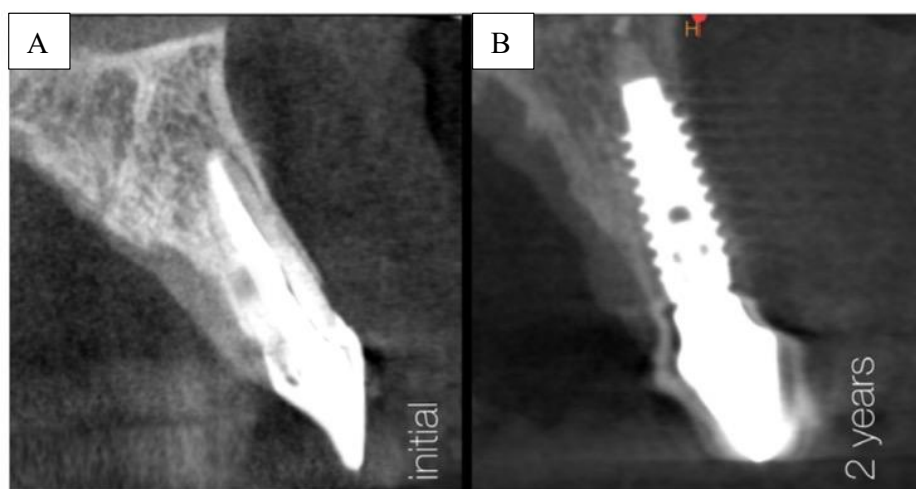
CBCT da situação pré e pós-operatória do dente 21. (A), Situação pré-operatória.- (B), Situação pós-operatória 2 anos após a colocação imediata do implante (Gamborena et al., 2021).
